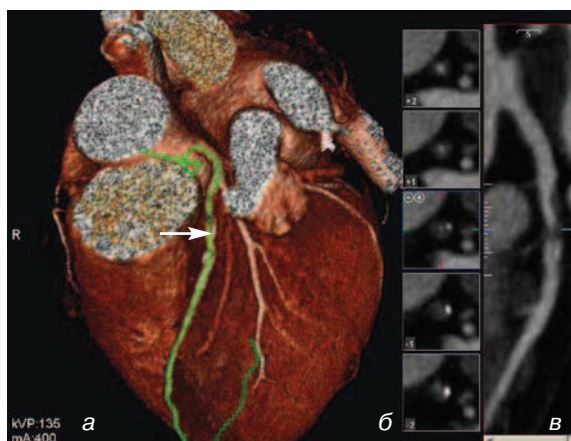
МСКТ-коронарография. На трехмерной реконструкции (а) зеленой линией выделена передняя межжелудочковая ветвь левой коронарной артерии. Курсором (головка стрелки) обозначена зона локализации бляшки, на уровне которой автоматически выполнена серия изображений в поперечной плоскости (б). Продольная реконструкция (в) позволяет оценить просвет и сосудистую стенку на всем протяжении артерии
